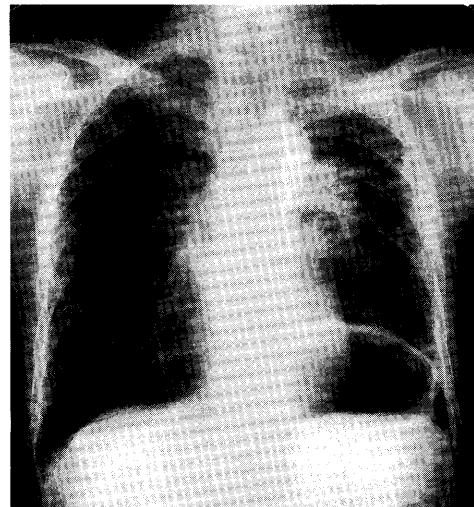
Chest PA roentgenogram. Decreased volume of the left lung, and radiation pneumonitis in the left hilum.
